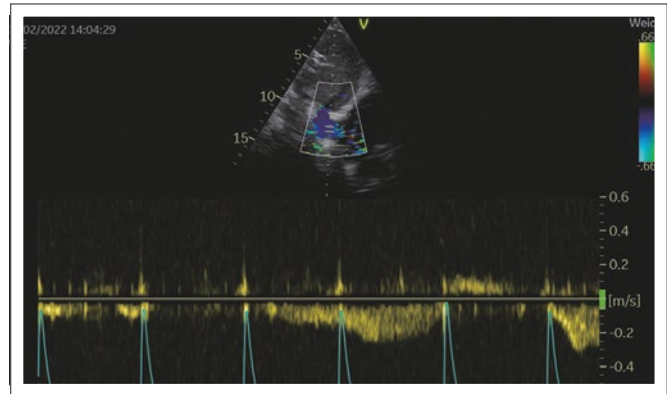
PW-Doppler im Fontan-Tunnel bzw. in der Cava inferior. Gute Flussmodulation durch die Atmung, somit ist keine Obstruktion zu erwarten. Der Fluss ist kein venöser, pulssynchroner Fluss, wie wir ihn sonst kennen, da ja kein rechtes Herz vorhanden ist.
